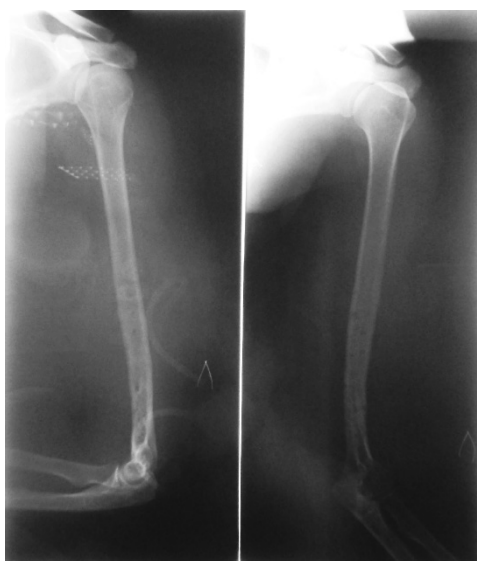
Рентгенограммы после удаления металлоконструкций из левой плечевой кости.
